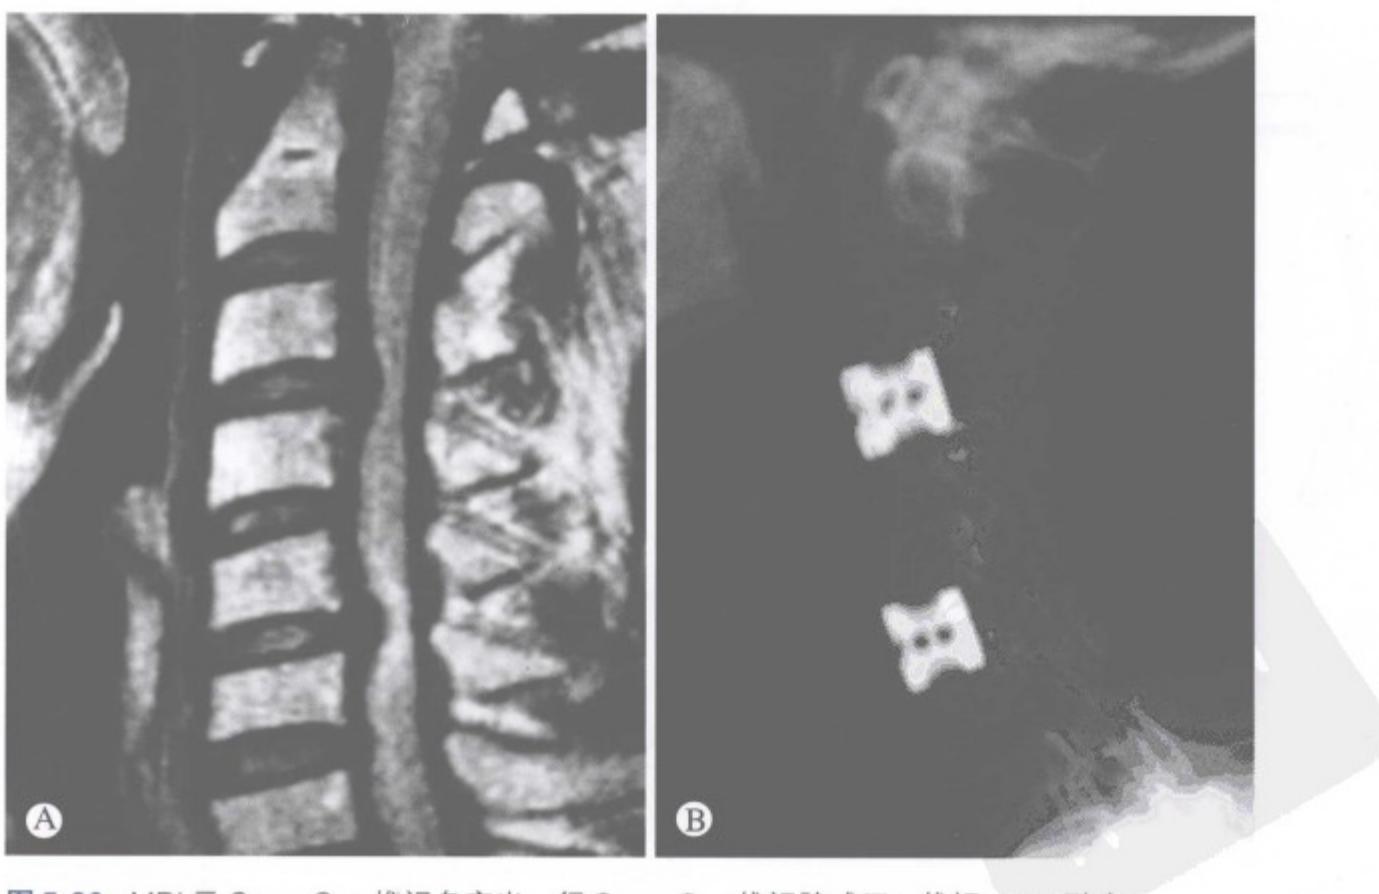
MRI 示C<sub>3-4</sub>、C<sub>5-6</sub>椎间盘突出，行C<sub>3-4</sub>、C<sub>5-6</sub>椎间隙减压，椎间cage融合
